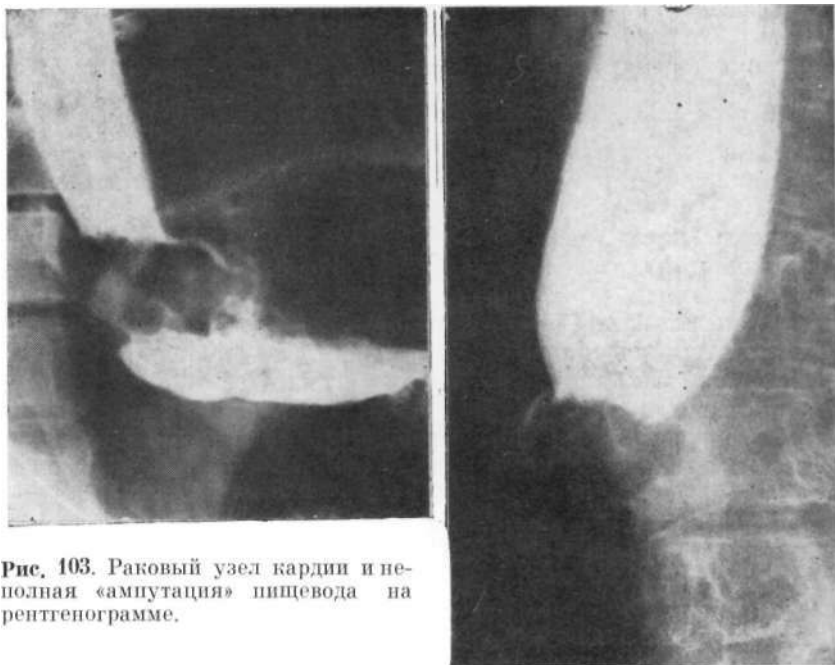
Раковый узел кардии и неполная «ампутация» пищевода на рентгенограмме.
